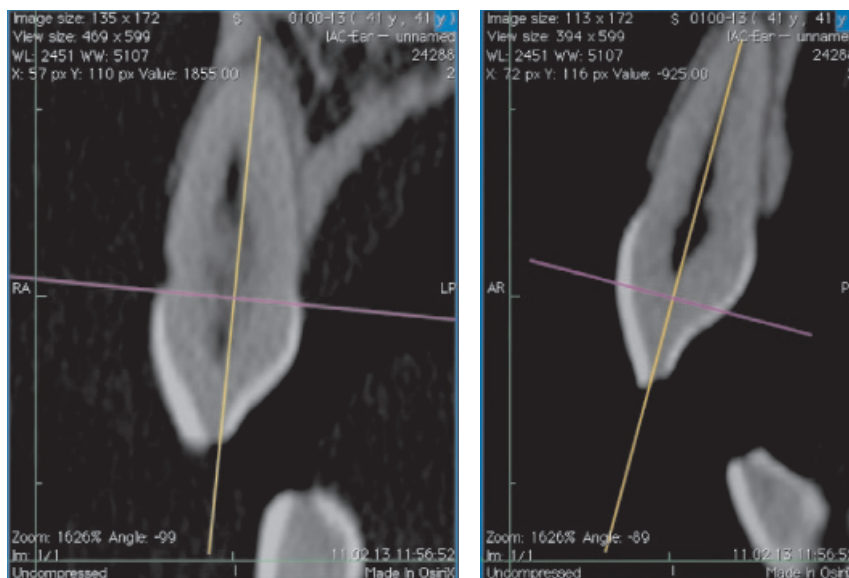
Изображения зубов, полученные методом МСКТ: слева – зуб, пораженный в пришеечной области клиновидным дефектом глубокой стадии; справа – intactный зуб
